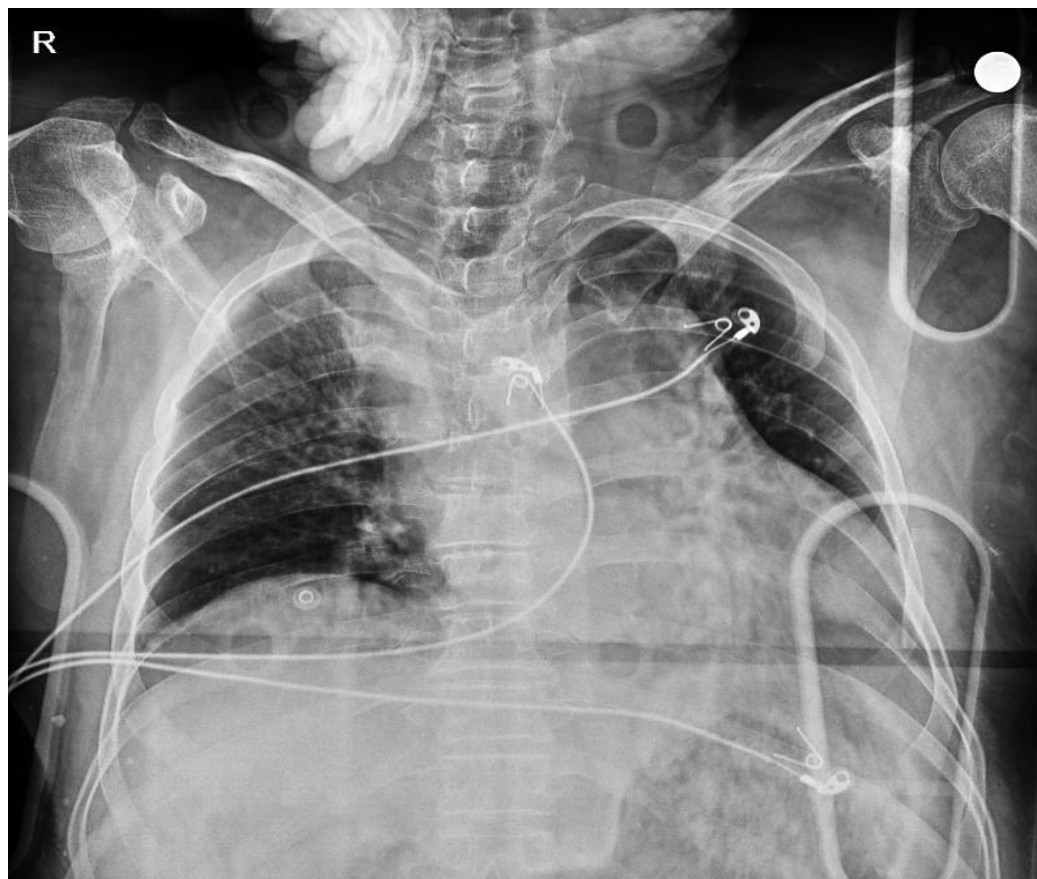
Radiografia portátil inicial do tórax em incidência anteroposterior demonstrando alargamento do mediastino e opacidade heterogênea na região inferior do pulmão esquerdo.
